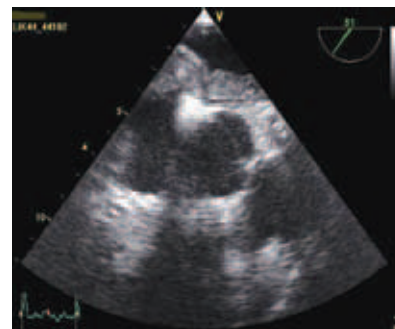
Та же пациентка, что и на рис. 2. Чреспищеводная эхокардиография, среднепищеводная позиция с углом 50° и ротацией против часовой стрелки. Тромб в правом предсердии, пролабирующий в левое предсердие через открытое овальное окно
